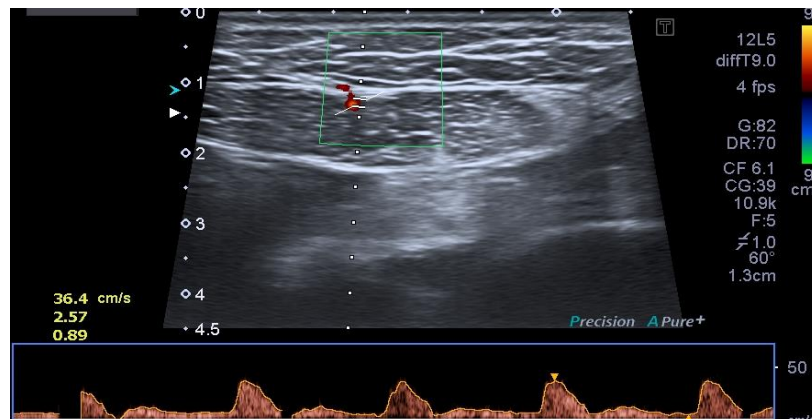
УЗИ интраоперационно перфорированных сосудов
